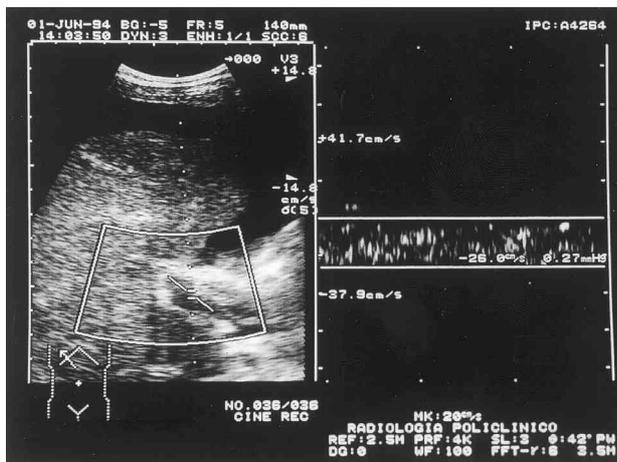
L'esame eco-Doppler mostra la completa trombosi del ramo portale di destra.
